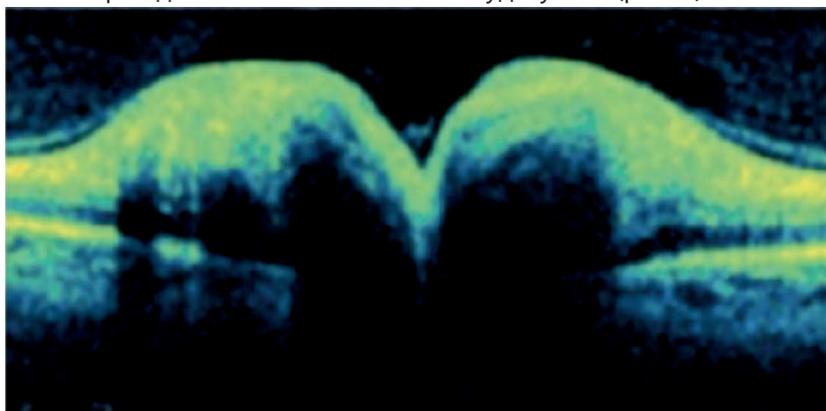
Офтальмологическая когерентная томография: увеличение толщины слоя нервных волокон
